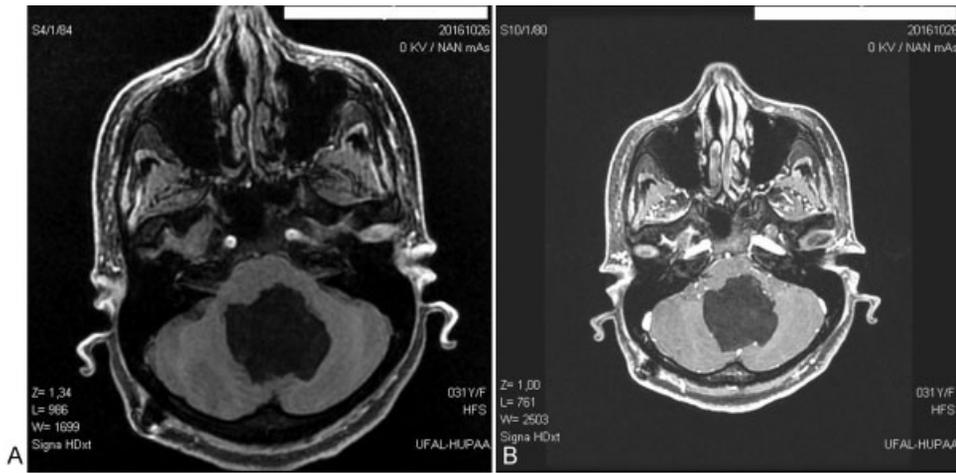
Ressonância magnética em corte axial evidenciando lesão cística no interior do IV ventrículo, medindo 4,1 cm x 4,9 cm x 4,2 cm. (A) Sequência T1 sem contraste evidenciando lesão hipointensa, levemente heterogênea, e com sinal discretamente maior do que o líquido. (B) Ausência de realce após administração de contraste.
